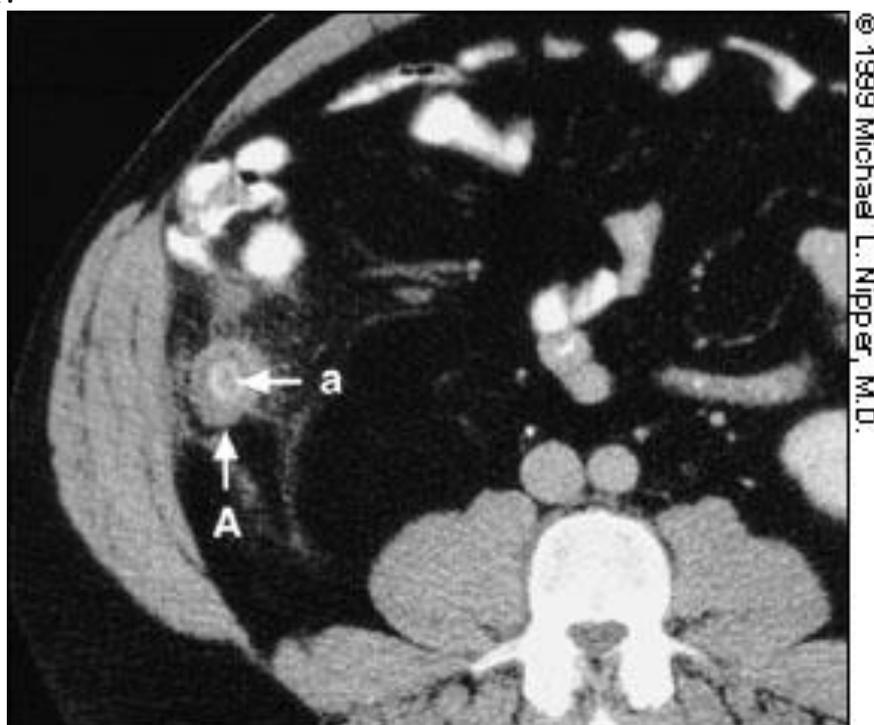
КТ– Острый аппендицит (А), аппендиколит (а).
